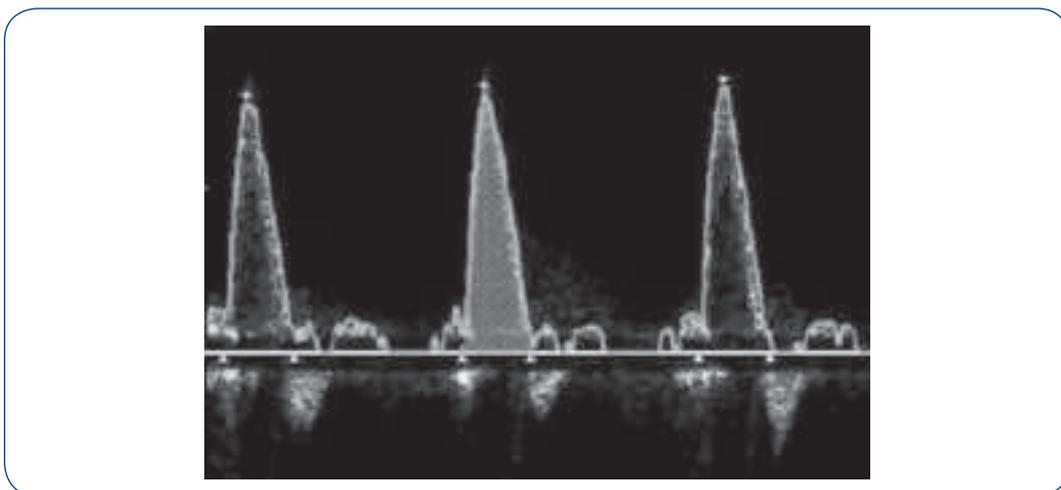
Onda velocidade-tempo obtida com o doppler esofágico<sup>27</sup>.
